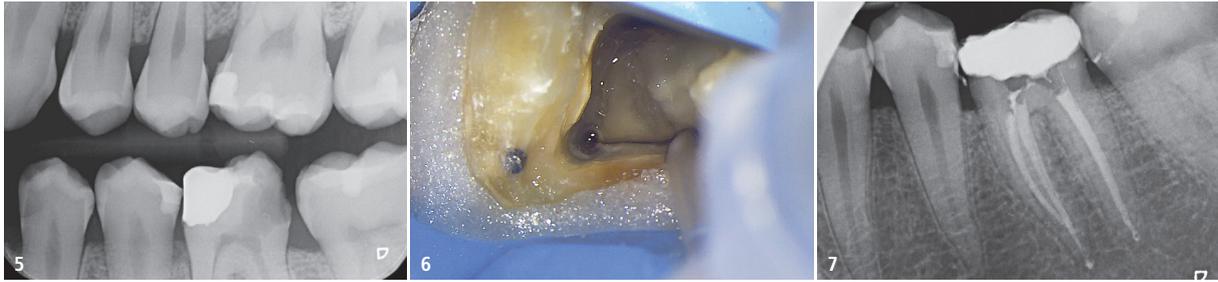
Der Bissflügel zeigt einen ausgedehnten Hartgewebeverlust an Zahn 36. – Abb. 6: Bei der Spülung mit IrriFlex wird die Push-Pull-Technik angewendet. – Abb. 7: Das postoperative Röntgenbild zeigt die korrekte Füllung des Wurzelkanalsystems.
